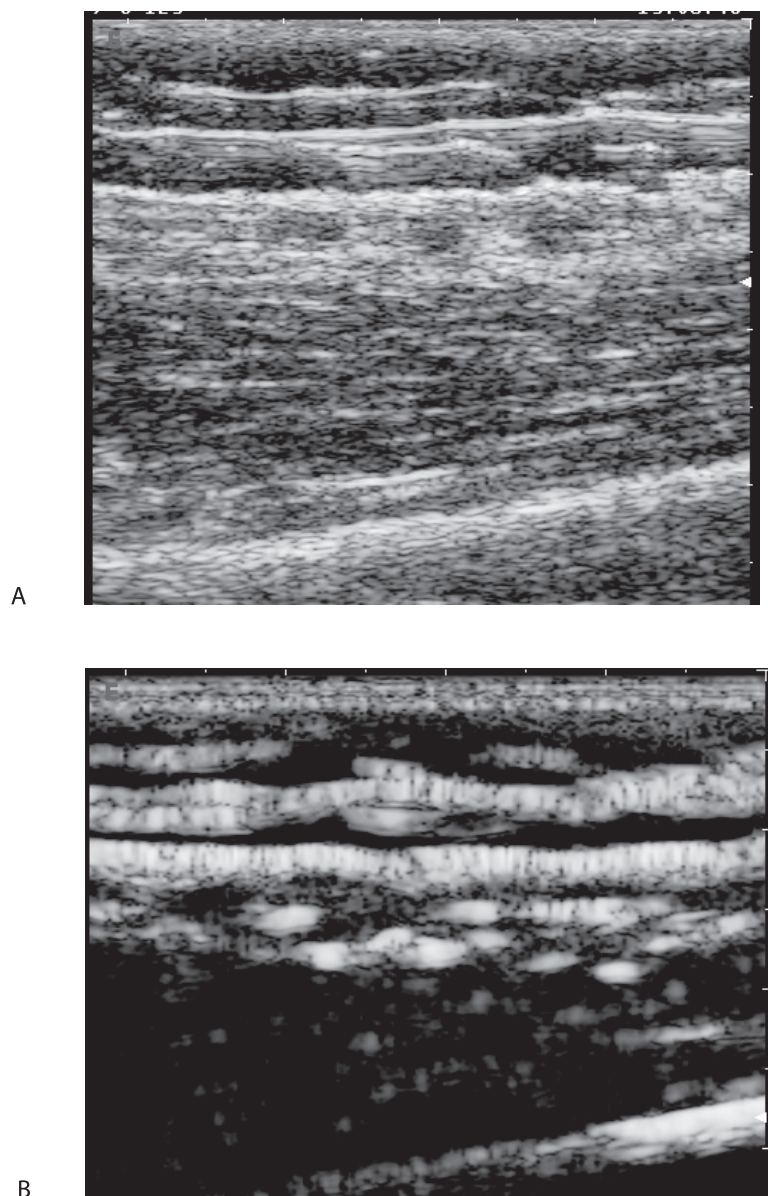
Pacjent MG – obraz standardowego USG w projekcji B. Przekrój podłużny – A; przekrój porzecznym – B. Zmiany pourazowe po urazie bezpośrednim. 2 doba w mięśniu obszernym pośrednim po urazie bezpośrednim (uderzenie). Na obrazie standardowym nie-ostre trudne do zdefiniowania granice uszkodzenia mięśnia. Niejednorodny hiperechogeniczny krwiak otoczony obrzękiem
